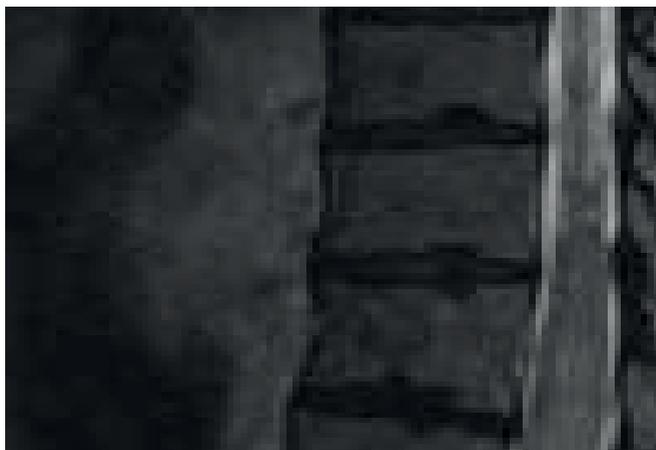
Сагиттальная T1-зависимая МРТ.
